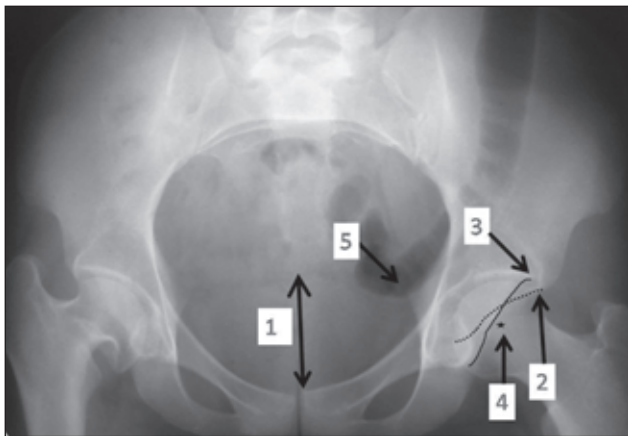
Симптоми ретроверсії на рентгензображенні таза та кульшових суглобів пацієнтки Т., 17 років, із резидуальною дисплазією правого кульшового суглоба та постішемічними розладами формування проксимального відділу стегнової кістки (3-й тип за Kalatshi). Відстань 1 (≈ 45 мм) між верхнім краєм лобкового симфізу та крижово-куприковим з'єднанням (стрілка 1) вказує на нейтральний нахил таза. Пояснення в тексті
